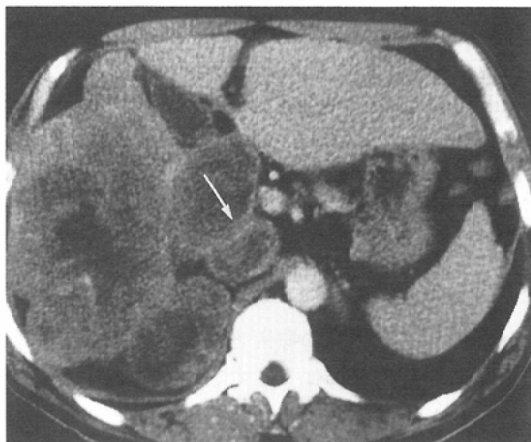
postcontrast-CT shows large hepatic tumor occupying the right lobe with tumor thrombus of the inferior vena cava (arrow).
